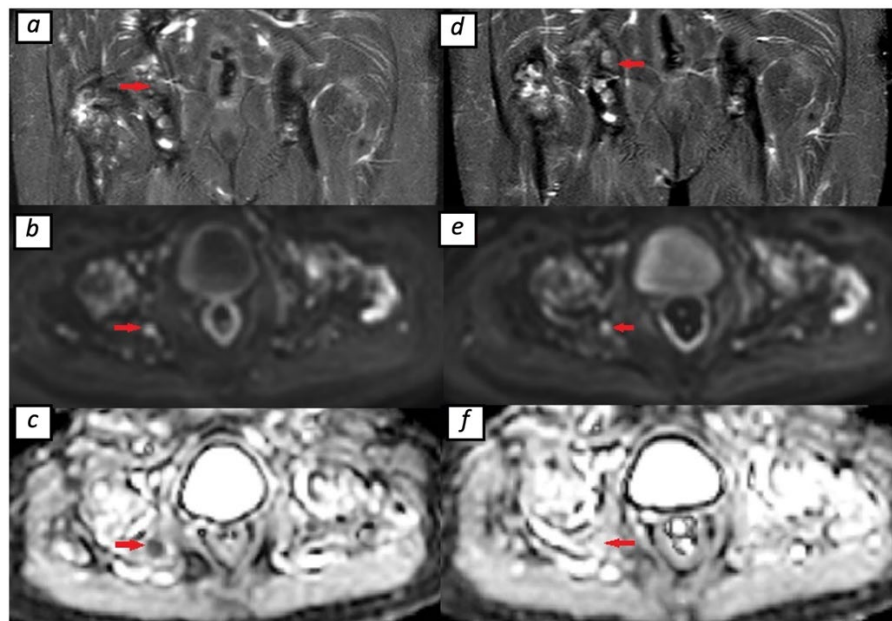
Репрезентативная магнитно-резонансная картина ответ на радиолигандную терапию. Пациент 64 лет с метастатическим кастрационно-резистентным раком простаты с множественным поражением костей. Результаты магнитно-резонансной томографии всего тела на уровне целевого очага в правой тазовой кости (красные стрелка) до начала (a, b, c) и через 2 месяца после одного курса радиолигандной терапии (d, e, f). Изменения очага на STIR-изображениях (a, d) и диффузионно-взвешенном изображении (b, e) отсутствуют; на картах видимого коэффициента диффузии (c, f) отмечено повышение сигнала с увеличением его численного значения с $0,67 \times 10^{-3}$ до $1,6 \times 10^{-3}$ мм²/с, что соответствует наиболее вероятному ответу на лечение (RAC 1). Отмечено снижение концентрации простатоспецифического антигена с 468 до 51 нг/мл.
